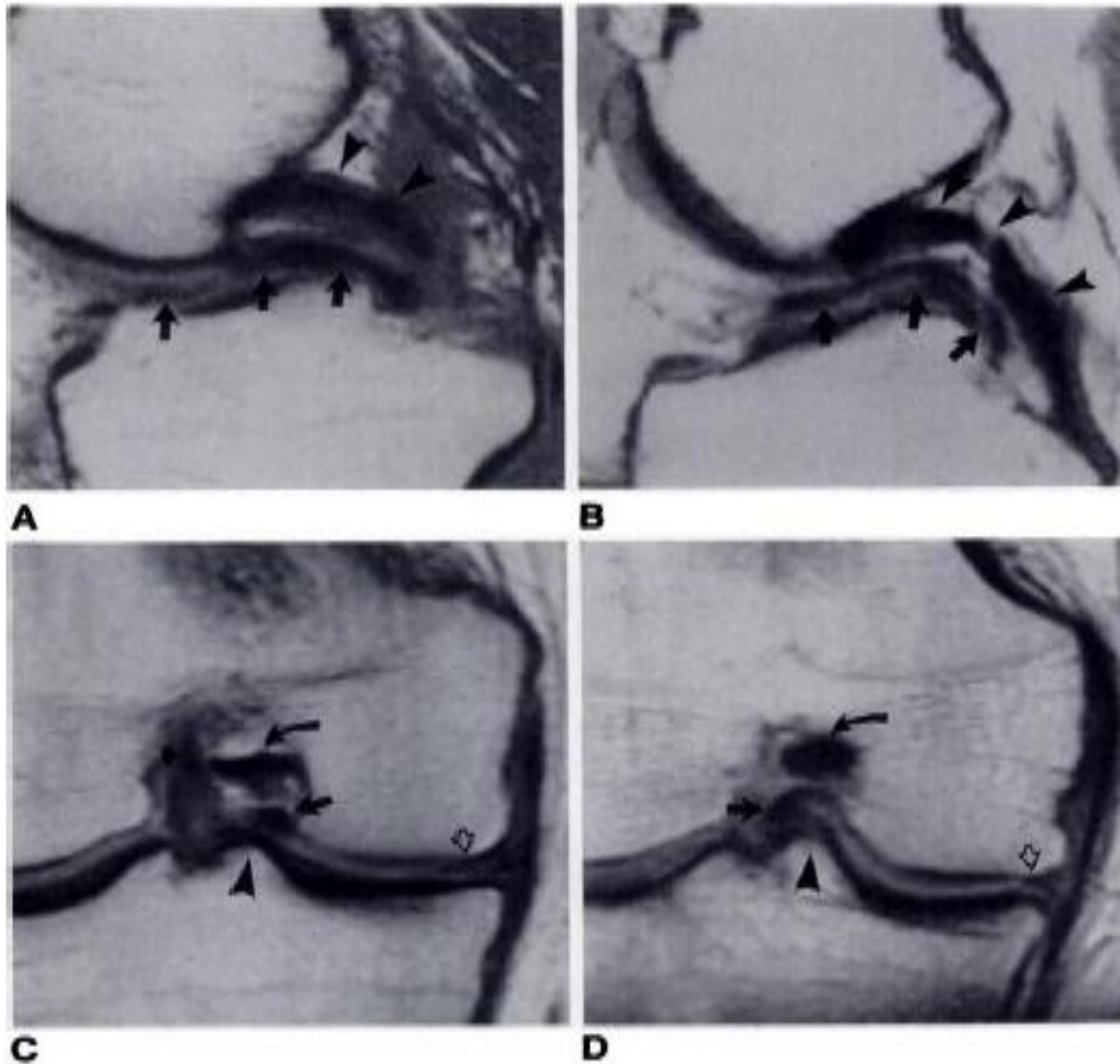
A e B, imagens de RM sagital T1 – ponderada dos deslocamentos da alça de balde do menisco medial, confirmado no deslocamento fragmentado longitudinal central (setas orientadas ântero-posteriormente na superfície tibial). C e D correspondem a imagens de RM coronal em densidades de prótons, demonstrando fragmentos deslocados (setas longas), entre a eminência tibial medial (cabeça de setas) e o ligamento cruzado posterior (setas curvas) (LYKISSAS et al., 2010).
